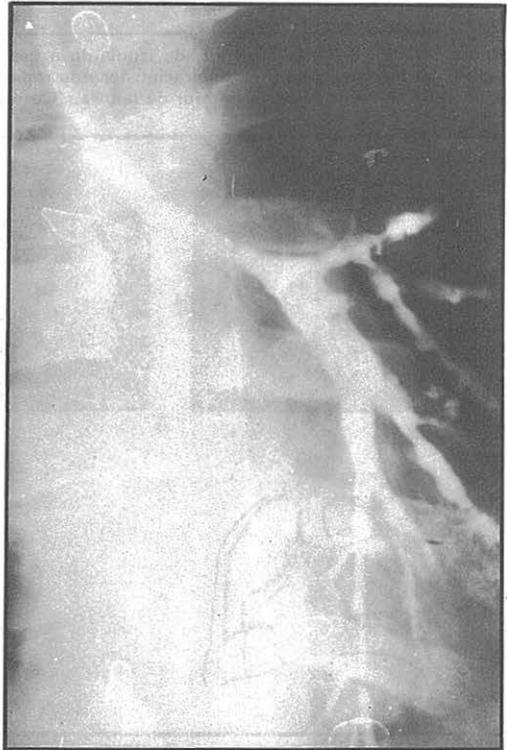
Broncografía correspondiente a la paciente del caso 2 y cuyas radiografías se presentan en la figura 6B.
